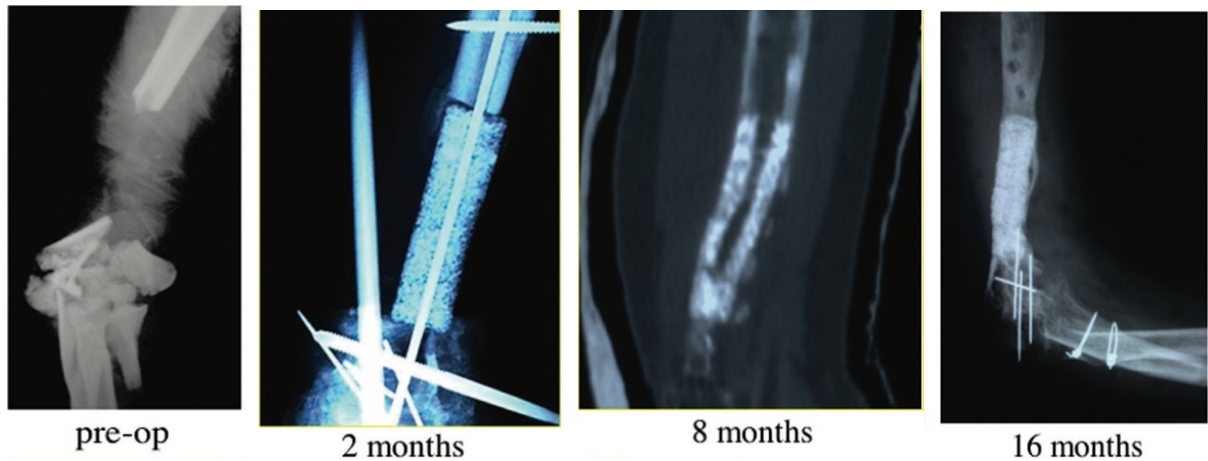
caso 3. La radiografia preoperatoria mostra una complessa frattura pluriframmentaria del gomito e dell'omero con perdita ossea di 7 cm nella parte distale. A 2 mesi dall'intervento, è visibile una formazione iniziale di callo all'interfaccia osso-impianto. A 8 mesi, dalla TAC 2D si rileva una crescita ossea lungo il cilindro in HA. Si ha la presenza di tessuto neoformato all'interno della ceramica porosa ed una completa guarigione del sito dell'impianto. A 16 mesi, le radiografie mostrano un'ottima incorporazione dell'innesto all'interno dell'omero.
